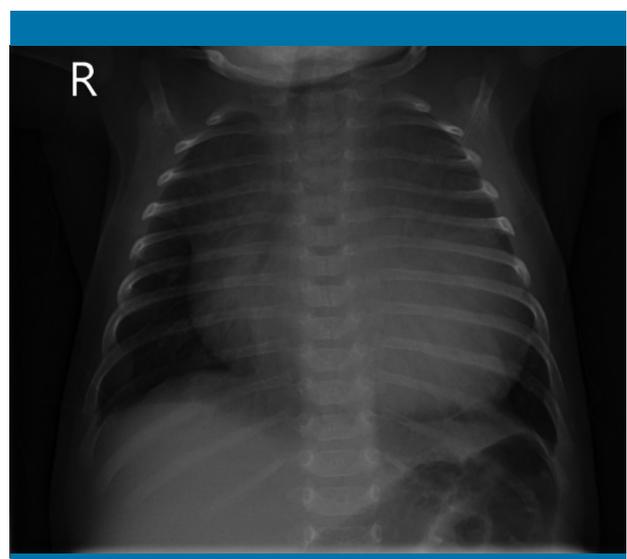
Radiografía de tórax que muestra una gran cardiomegalia. No hay datos de edema pulmonar
